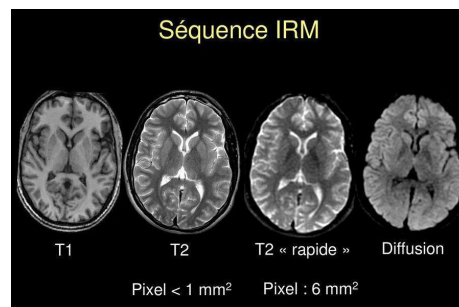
Acquisition des images IRM du cerveau : coup axiale pondération T1-T2 le liquide du système ventriculaire (flèche) est hyperintens
